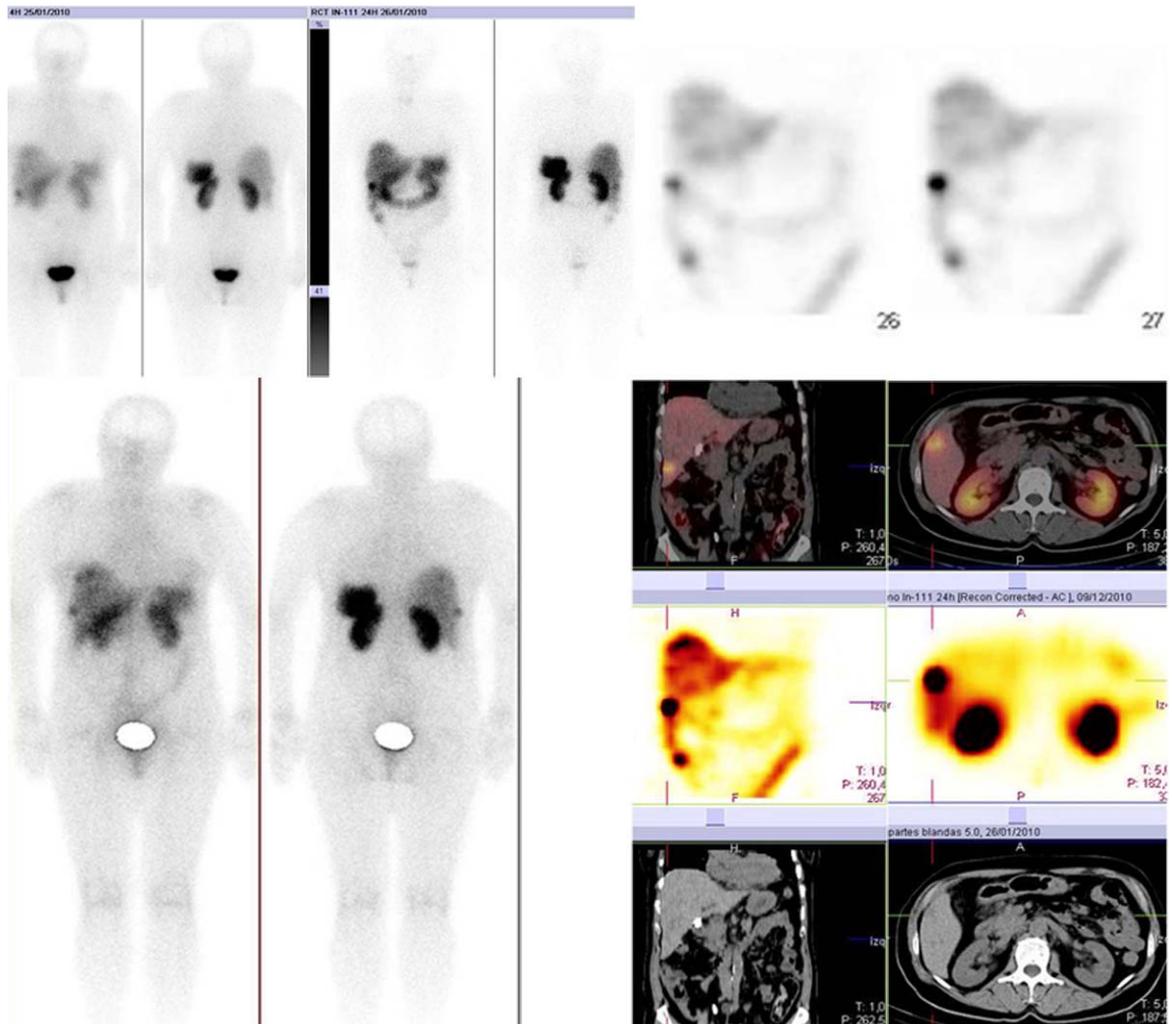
Mujer con tumor neuroendocrino de intestino delgado que en las imágenes planares (4 y 24h) y de SPECT (24h) muestra un foco hipercaptador en el abdomen superior probablemente localizado en el ángulo derecho del colon que se clasifica como no tumor neuroendocrino (fila superior). Las imágenes del SPECT/CT muestran que dicho foco se halla localizado en el hígado y corresponde a una metástasis (foco 135). El rastreo de control realizado unos meses después muestra nuevas metástasis hepáticas (fila inferior).
